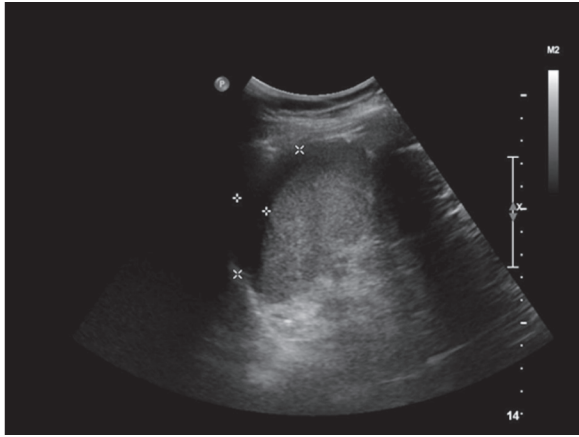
Follow-up ultrasonography markedly decrease in the size of perisplenic hematoma.
